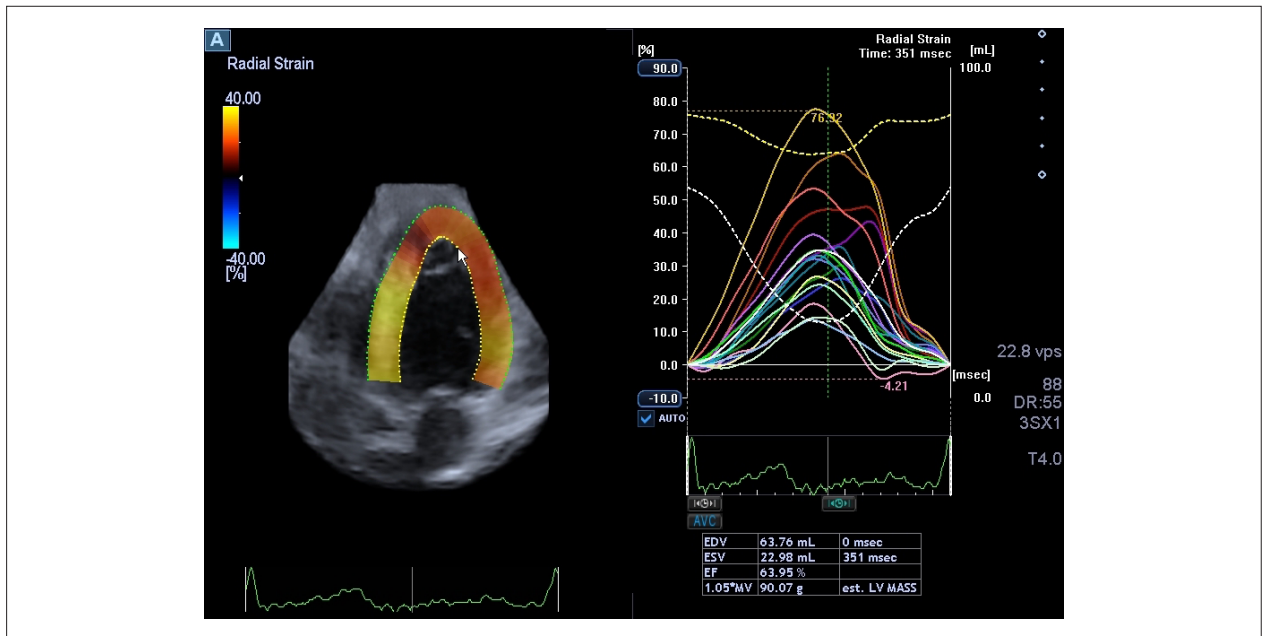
Ecocardiograma tridimensional mostrando a medida do strain global radial em atleta competitivo.
